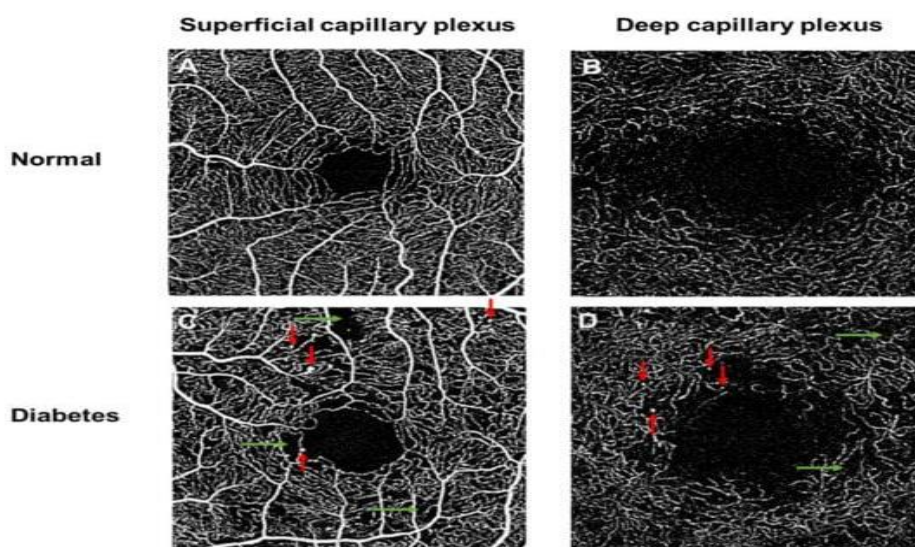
ОКТ-А; область 3×3 мм здорового человека из контрольной группы (верхняя панель; A, B), показывающая разветвленную сеть капилляров поверхностного сосудистого сплетения, где ФАЗ окружена фовеальной капиллярной сетью. ОКТ-А-изображения пациента с диабетом (нижняя панель; C, D), демонстрирующие сосудистые аномалии как в поверхностных, так и в глубоких слоях сплетения, такие как микроаневризмы (красные стрелки), капиллярная неперфузия (зеленые стрелки) [70].
